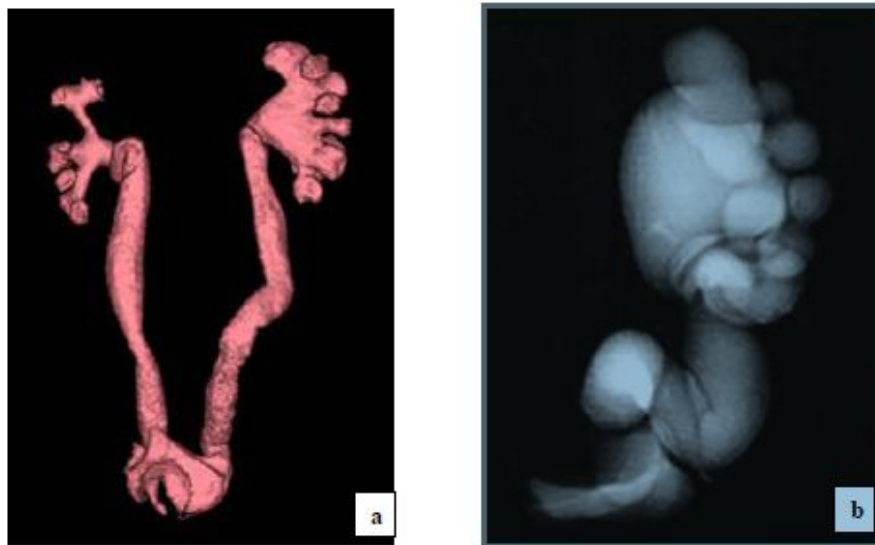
(94 BIS) Uro-IRM , a. Méga-uretère bilatéral ; b. Méga-uretère gauche primitif.
